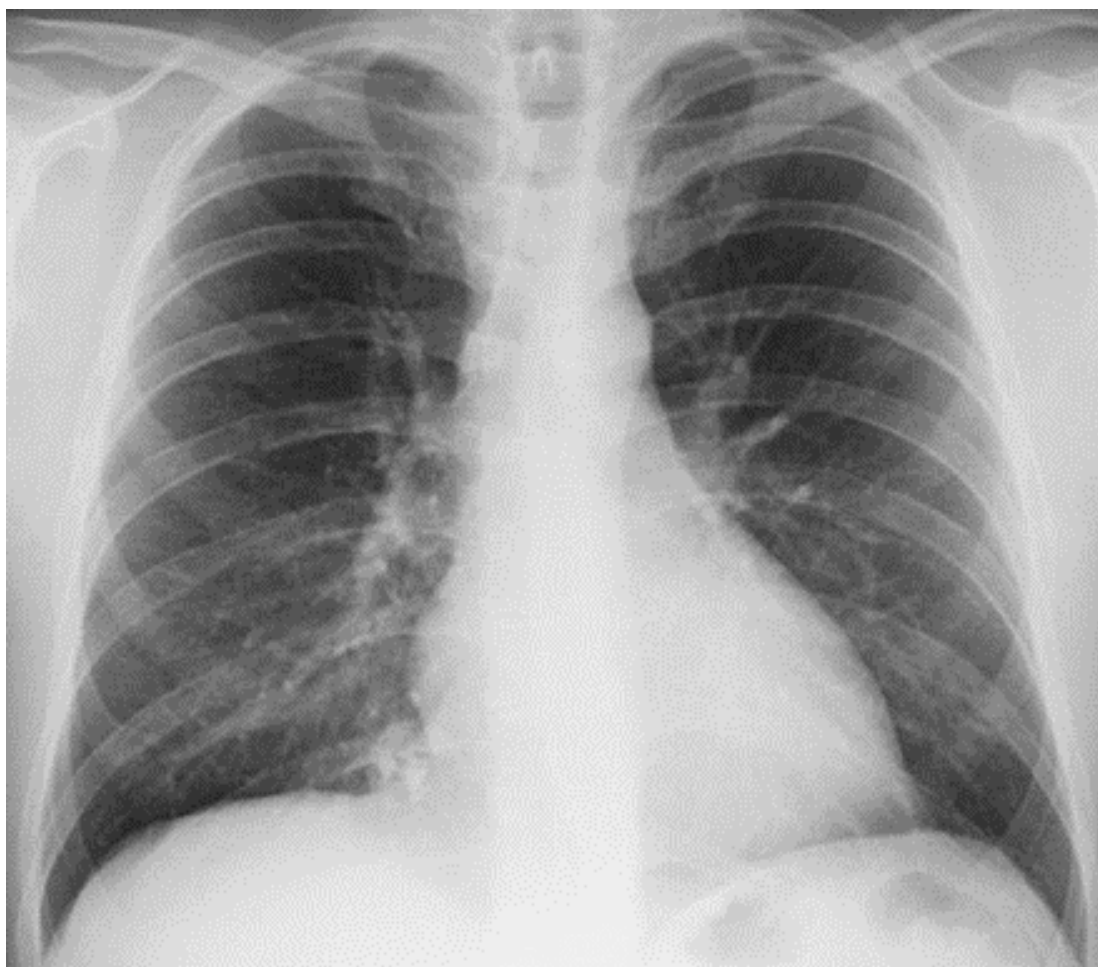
Передня оглядова рентгенограма грудної порожнини. Рисунок з сайту <https://studfile.net/>
